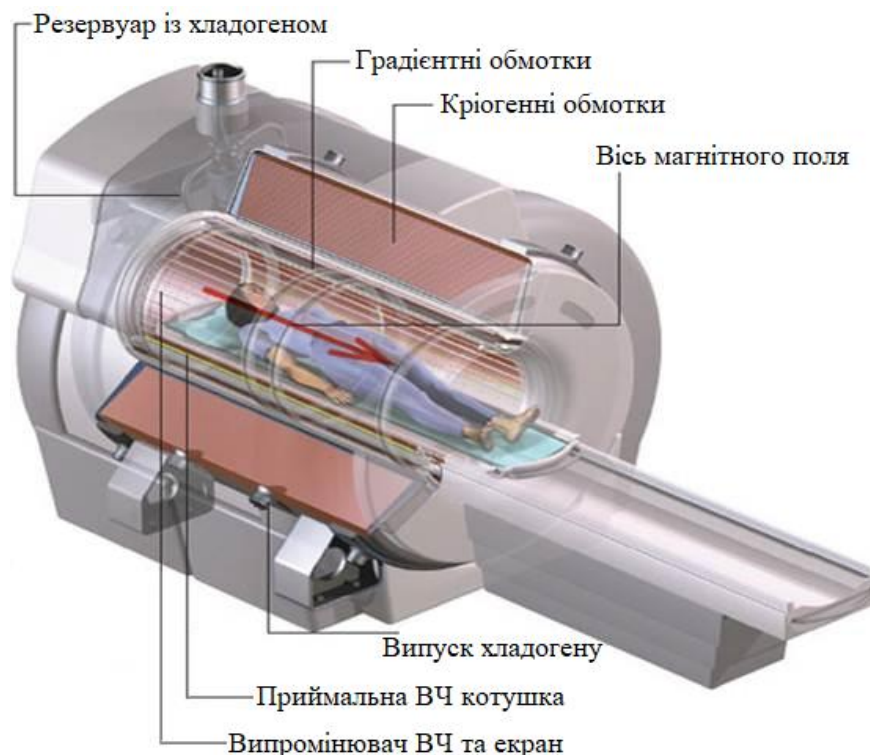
Конструкція апарату МРТ, у якому поле створюється струмом, що тече через надпровідники.
